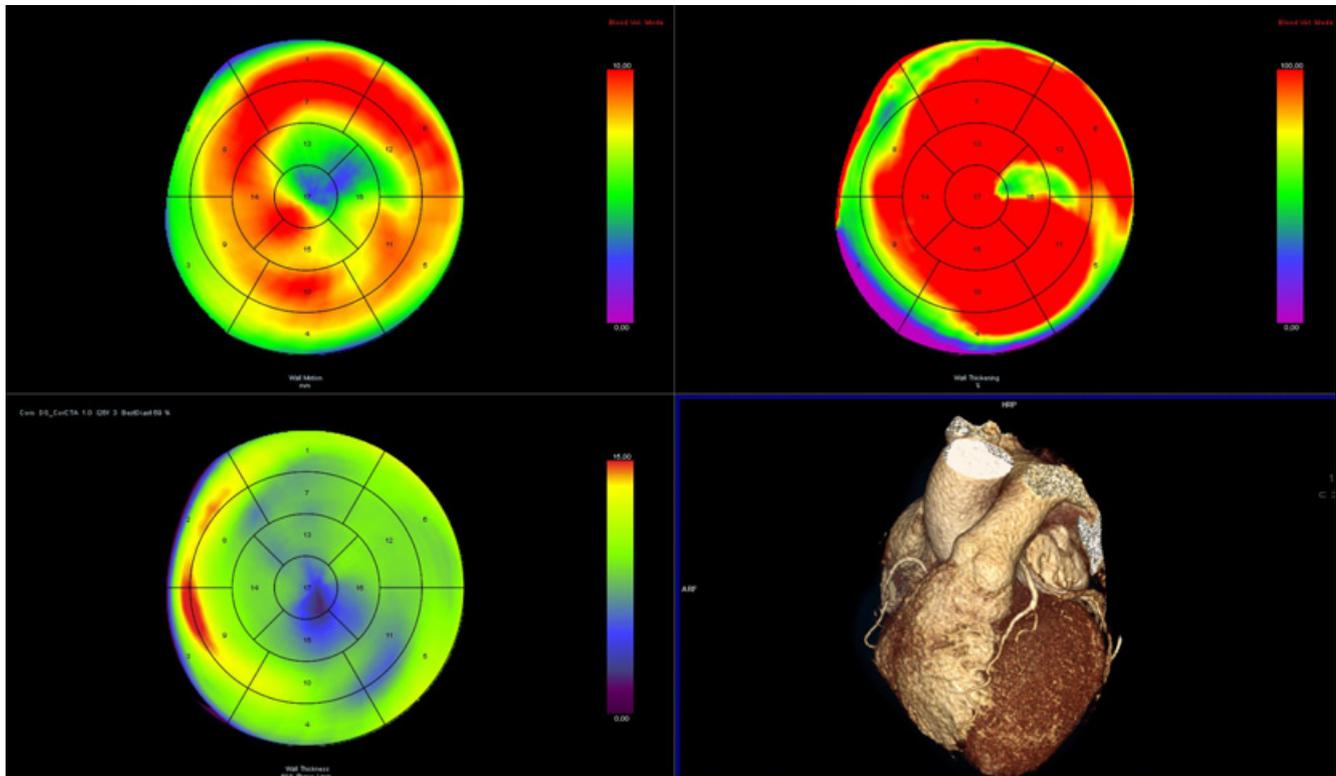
КТ-перфузия миокарда.
